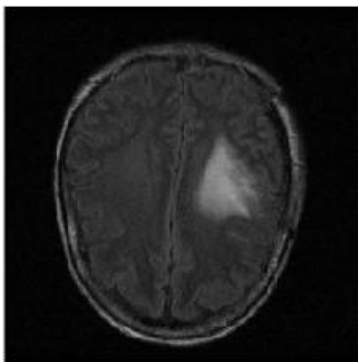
Image IRM du patient
